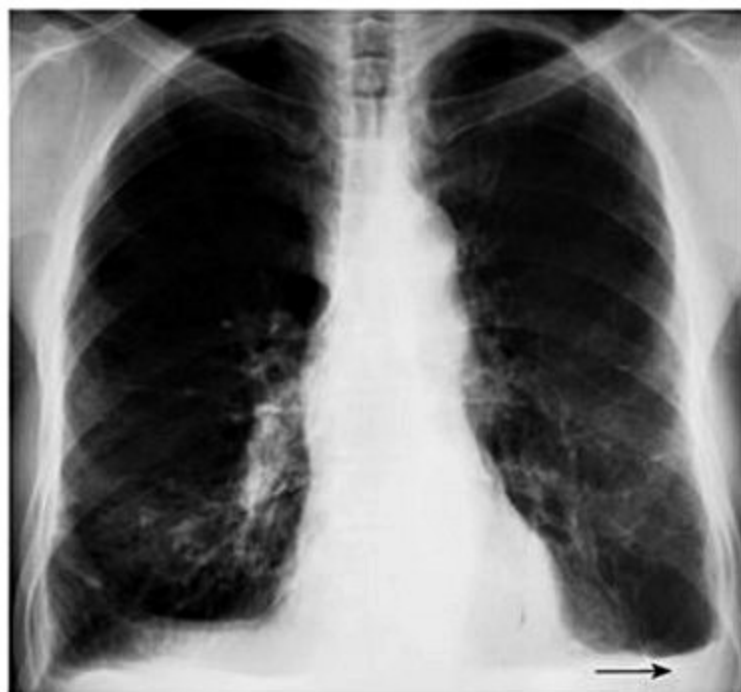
Radiografia de tórax evidenciando obliteração dos recessos costofrênicos (seta), que corresponde a espessamento da pleura visceral e, quando se eleva em contiguidade com a parede lateral, forma o denominado espessamento pleural difuso.
